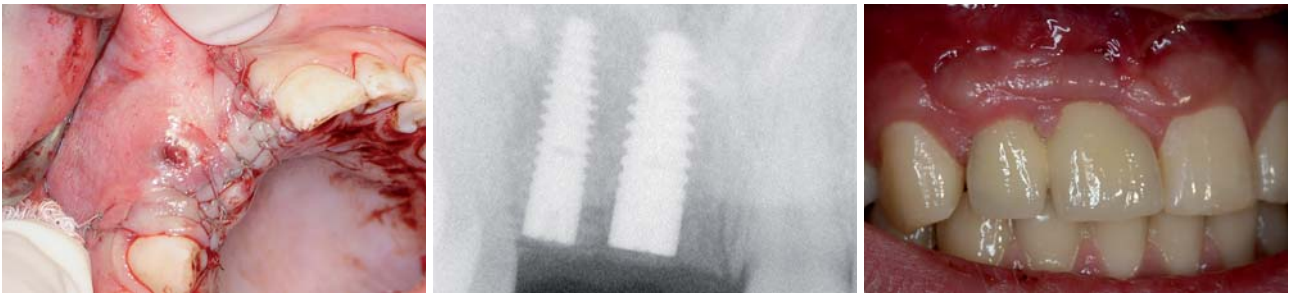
Spannungsfreier Wundverschluss mit Einzelkopfnah. – Abb. 14: Röntgenaufnahme sechs Monate post OP. – Abb. 15: Definitive Prothetik.
